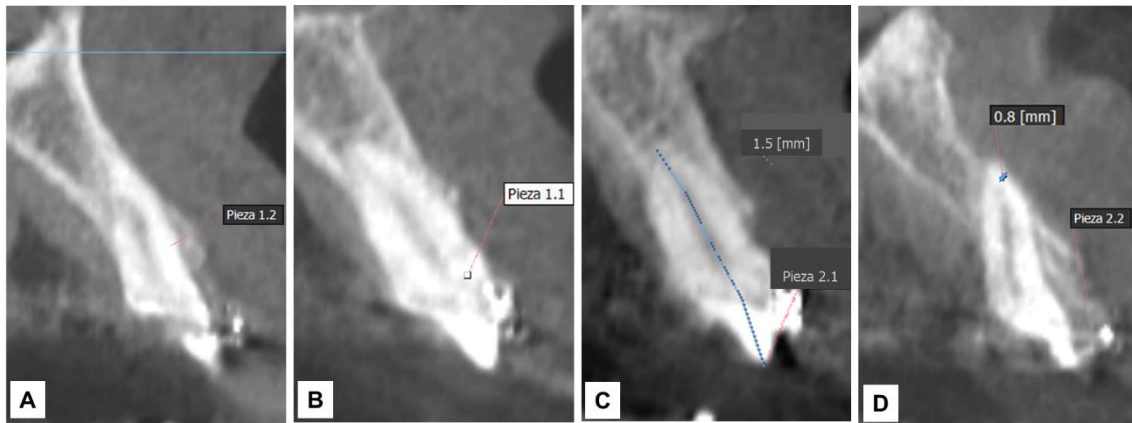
Tomografía Cone Beam - vista sagital: Grosor de lámina ósea formada sobre los ápices radiculares A. Pieza 1.2: 0.9mm B. Pieza 1.1: 1.5mm C. Pieza 2.1: 1.5mm D. Pieza 2.2: -0.8mm
